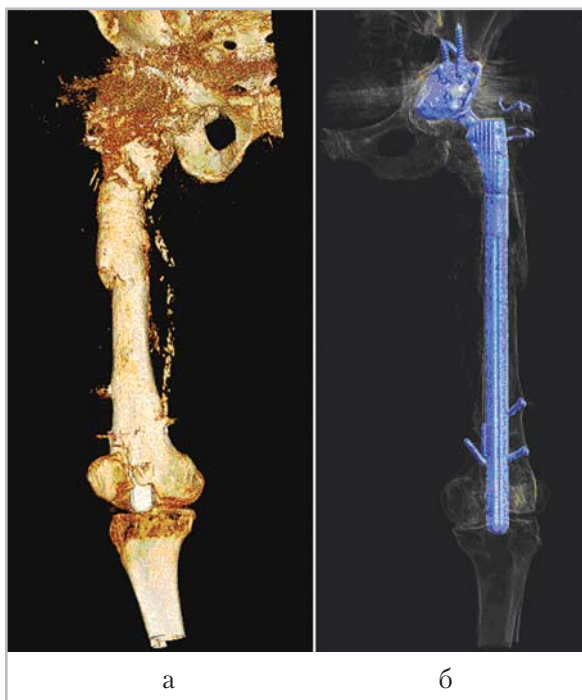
Компьютерные томограммы правого бедра (а — 3D-реконструкция, вид спереди, костный фильтр (VRToste); б — 3D-реконструкция, вид сзади, программа обработки металлоконструкций). Отмечается проникновение дистального конца бедренного компонента эндопротеза в полость коленного сустава. Один из фрагментов сломанных винтов, блокировавших металлоконструкцию, находится в костномозговом канале параллельно ножке эндопротеза
